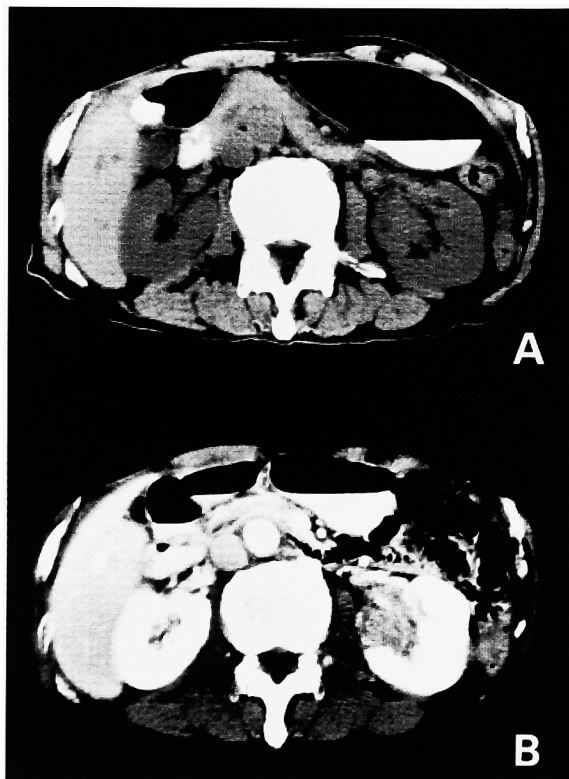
A: The plain CT showed a mass lesion occupying the left renal sinus. B: The lesion was poorly enhanced.
